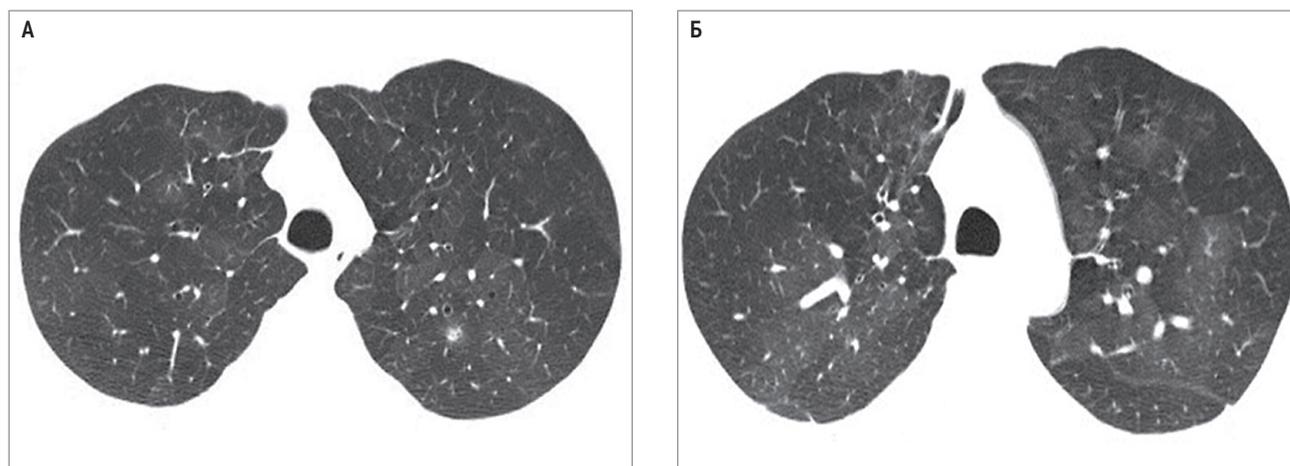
Облитерирующий бронхиолит: А – компьютерная томография высокого разрешения на вдохе; Б – на выдохе; значительное увеличение площади регионов воздушных ловушек и мозаичной олигемии во время выдоха
